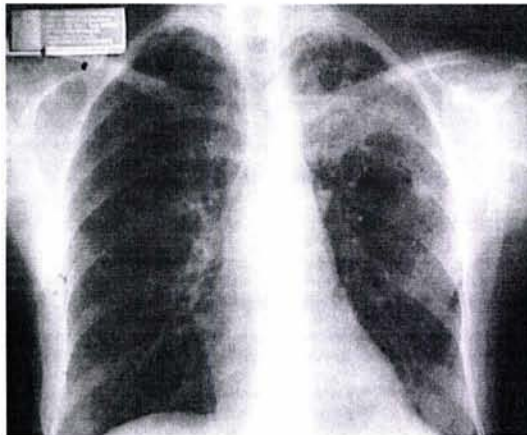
Tele de tórax: La radiografía muestra un claro aumento bilateral de la trama broncovascular además de algunas calcificaciones.
